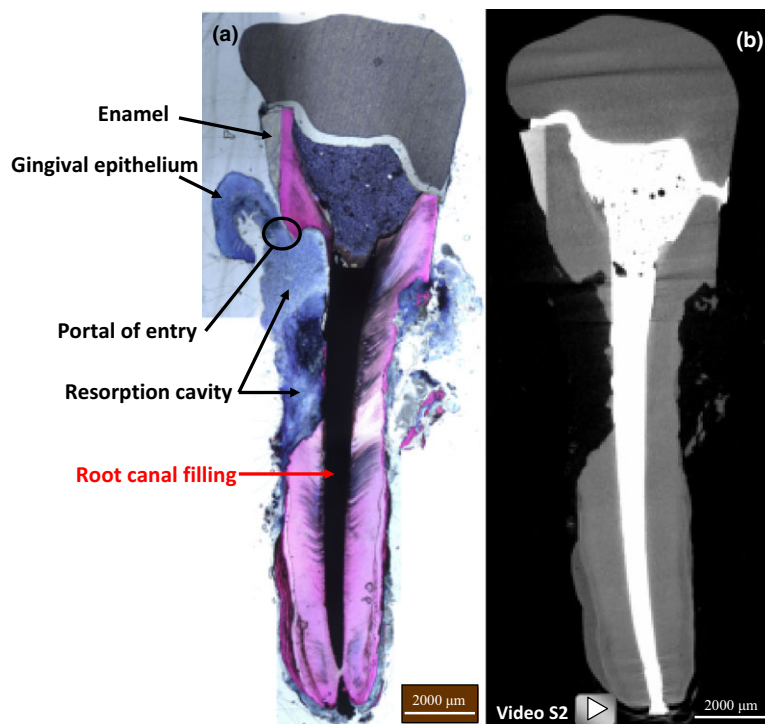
(a) corte histológico e (b) imagem micro-CT do dente 14 com RCE. Fonte: Mavridou et al 2017.
